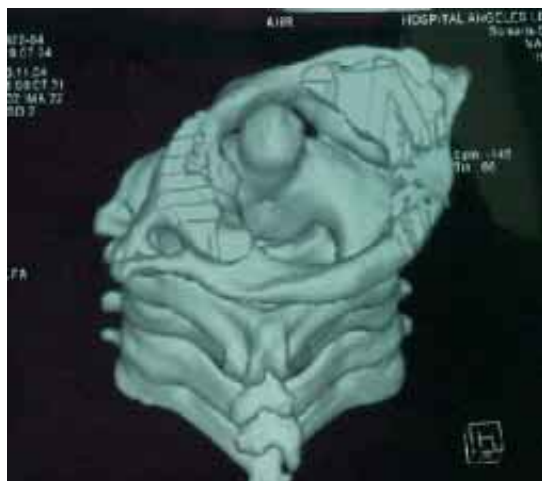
Tomografía axial computarizada con reconstrucción digital en el plano frontal, vista postero-anterior con eje de dirección supero-inferior, en donde se observa luxación atlanto-axoidea.
